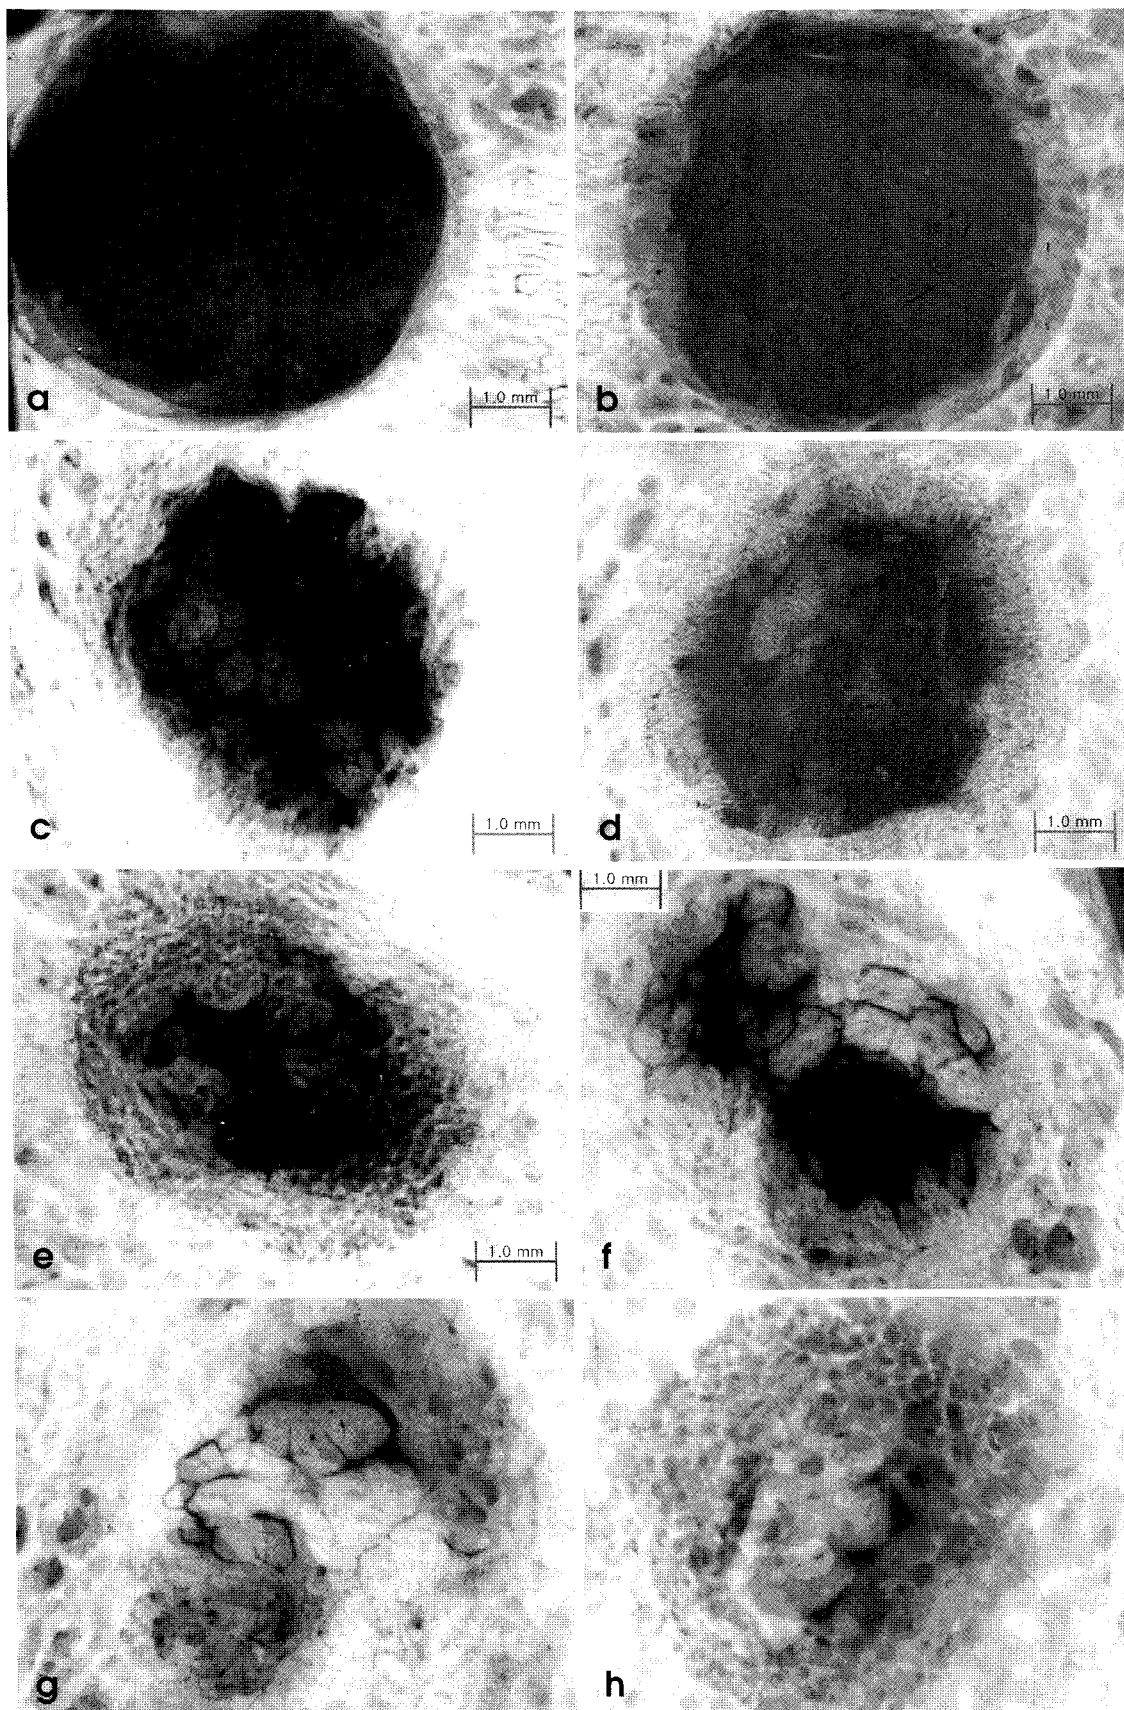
Soft X-ray radiographies of controlled groups at 3 days (a), 5 days (b) 7 days (c), 9 days (d), 2 weeks (e), 4 weeks (f), 6 weeks (g), and 8 weeks (h) after bone defect formation.
